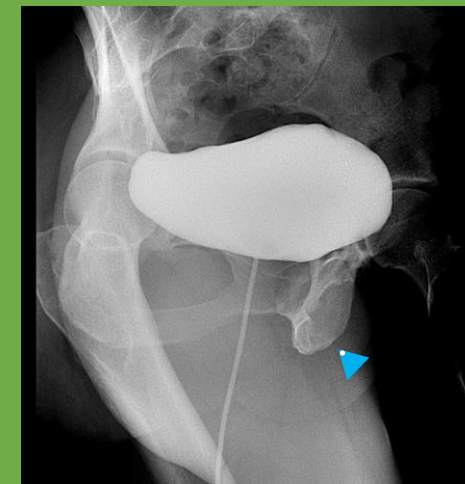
Radiografía contralateral
